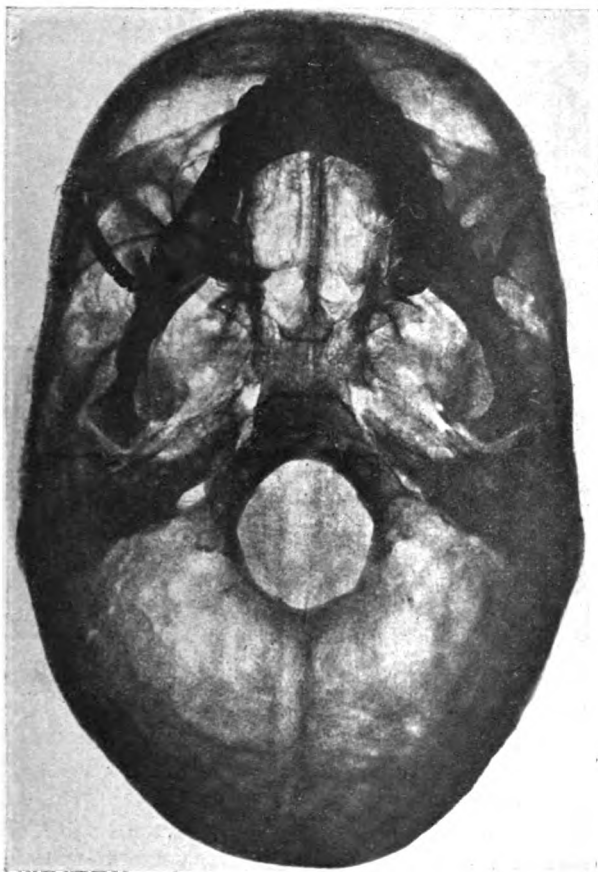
Axiale Röntgen-Aufnahme des Schädels von Scaphocephalus. (Tabelle III, Nr. 18.)
